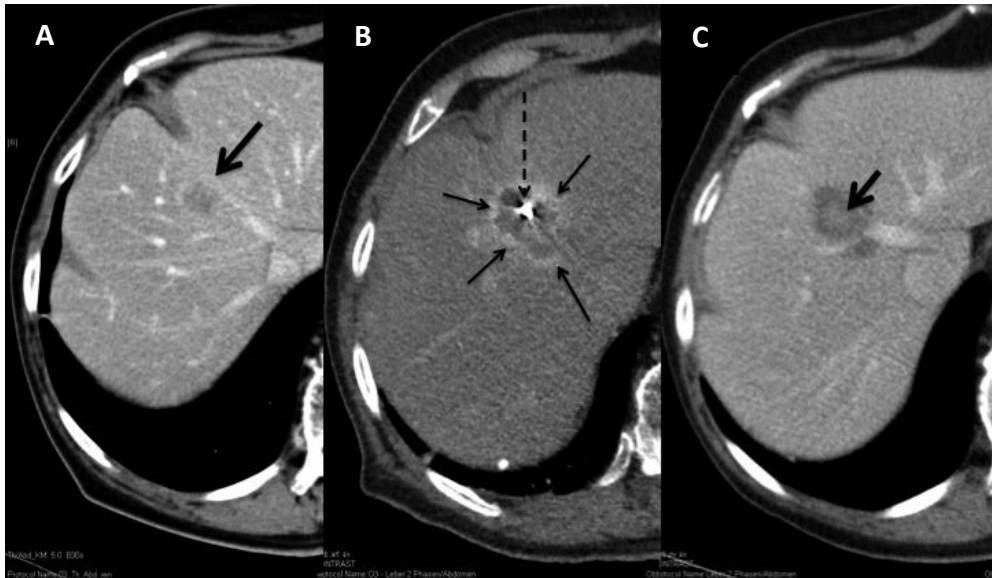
Kontrastmittel-verstärkte CT vor (A), während (B) und nach (C) Mikrowellenablation einer 15 mm großen Metastase (Pfeil) eines Kolonkarzinoms im Segment 8 der Leber (A). Unmittelbar nach Mikrowellenablation (Nadelspitze →) große Ablationszone (Pfeile) um die ursprüngliche Metastase (B). Typisches Ergebnis ein Monat nach Ablation, wobei die ehemalige Metastase zentral gering dichter („heller“) als der umgebende Sicherheitsaum noch erkennbar (Pfeil) ist (C).
